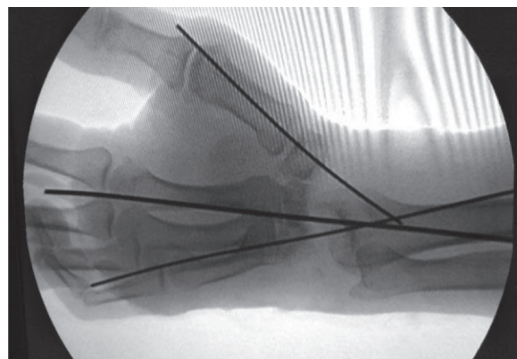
Вид кисти и контрольная рентгенограмма на 15-е сутки после операции
